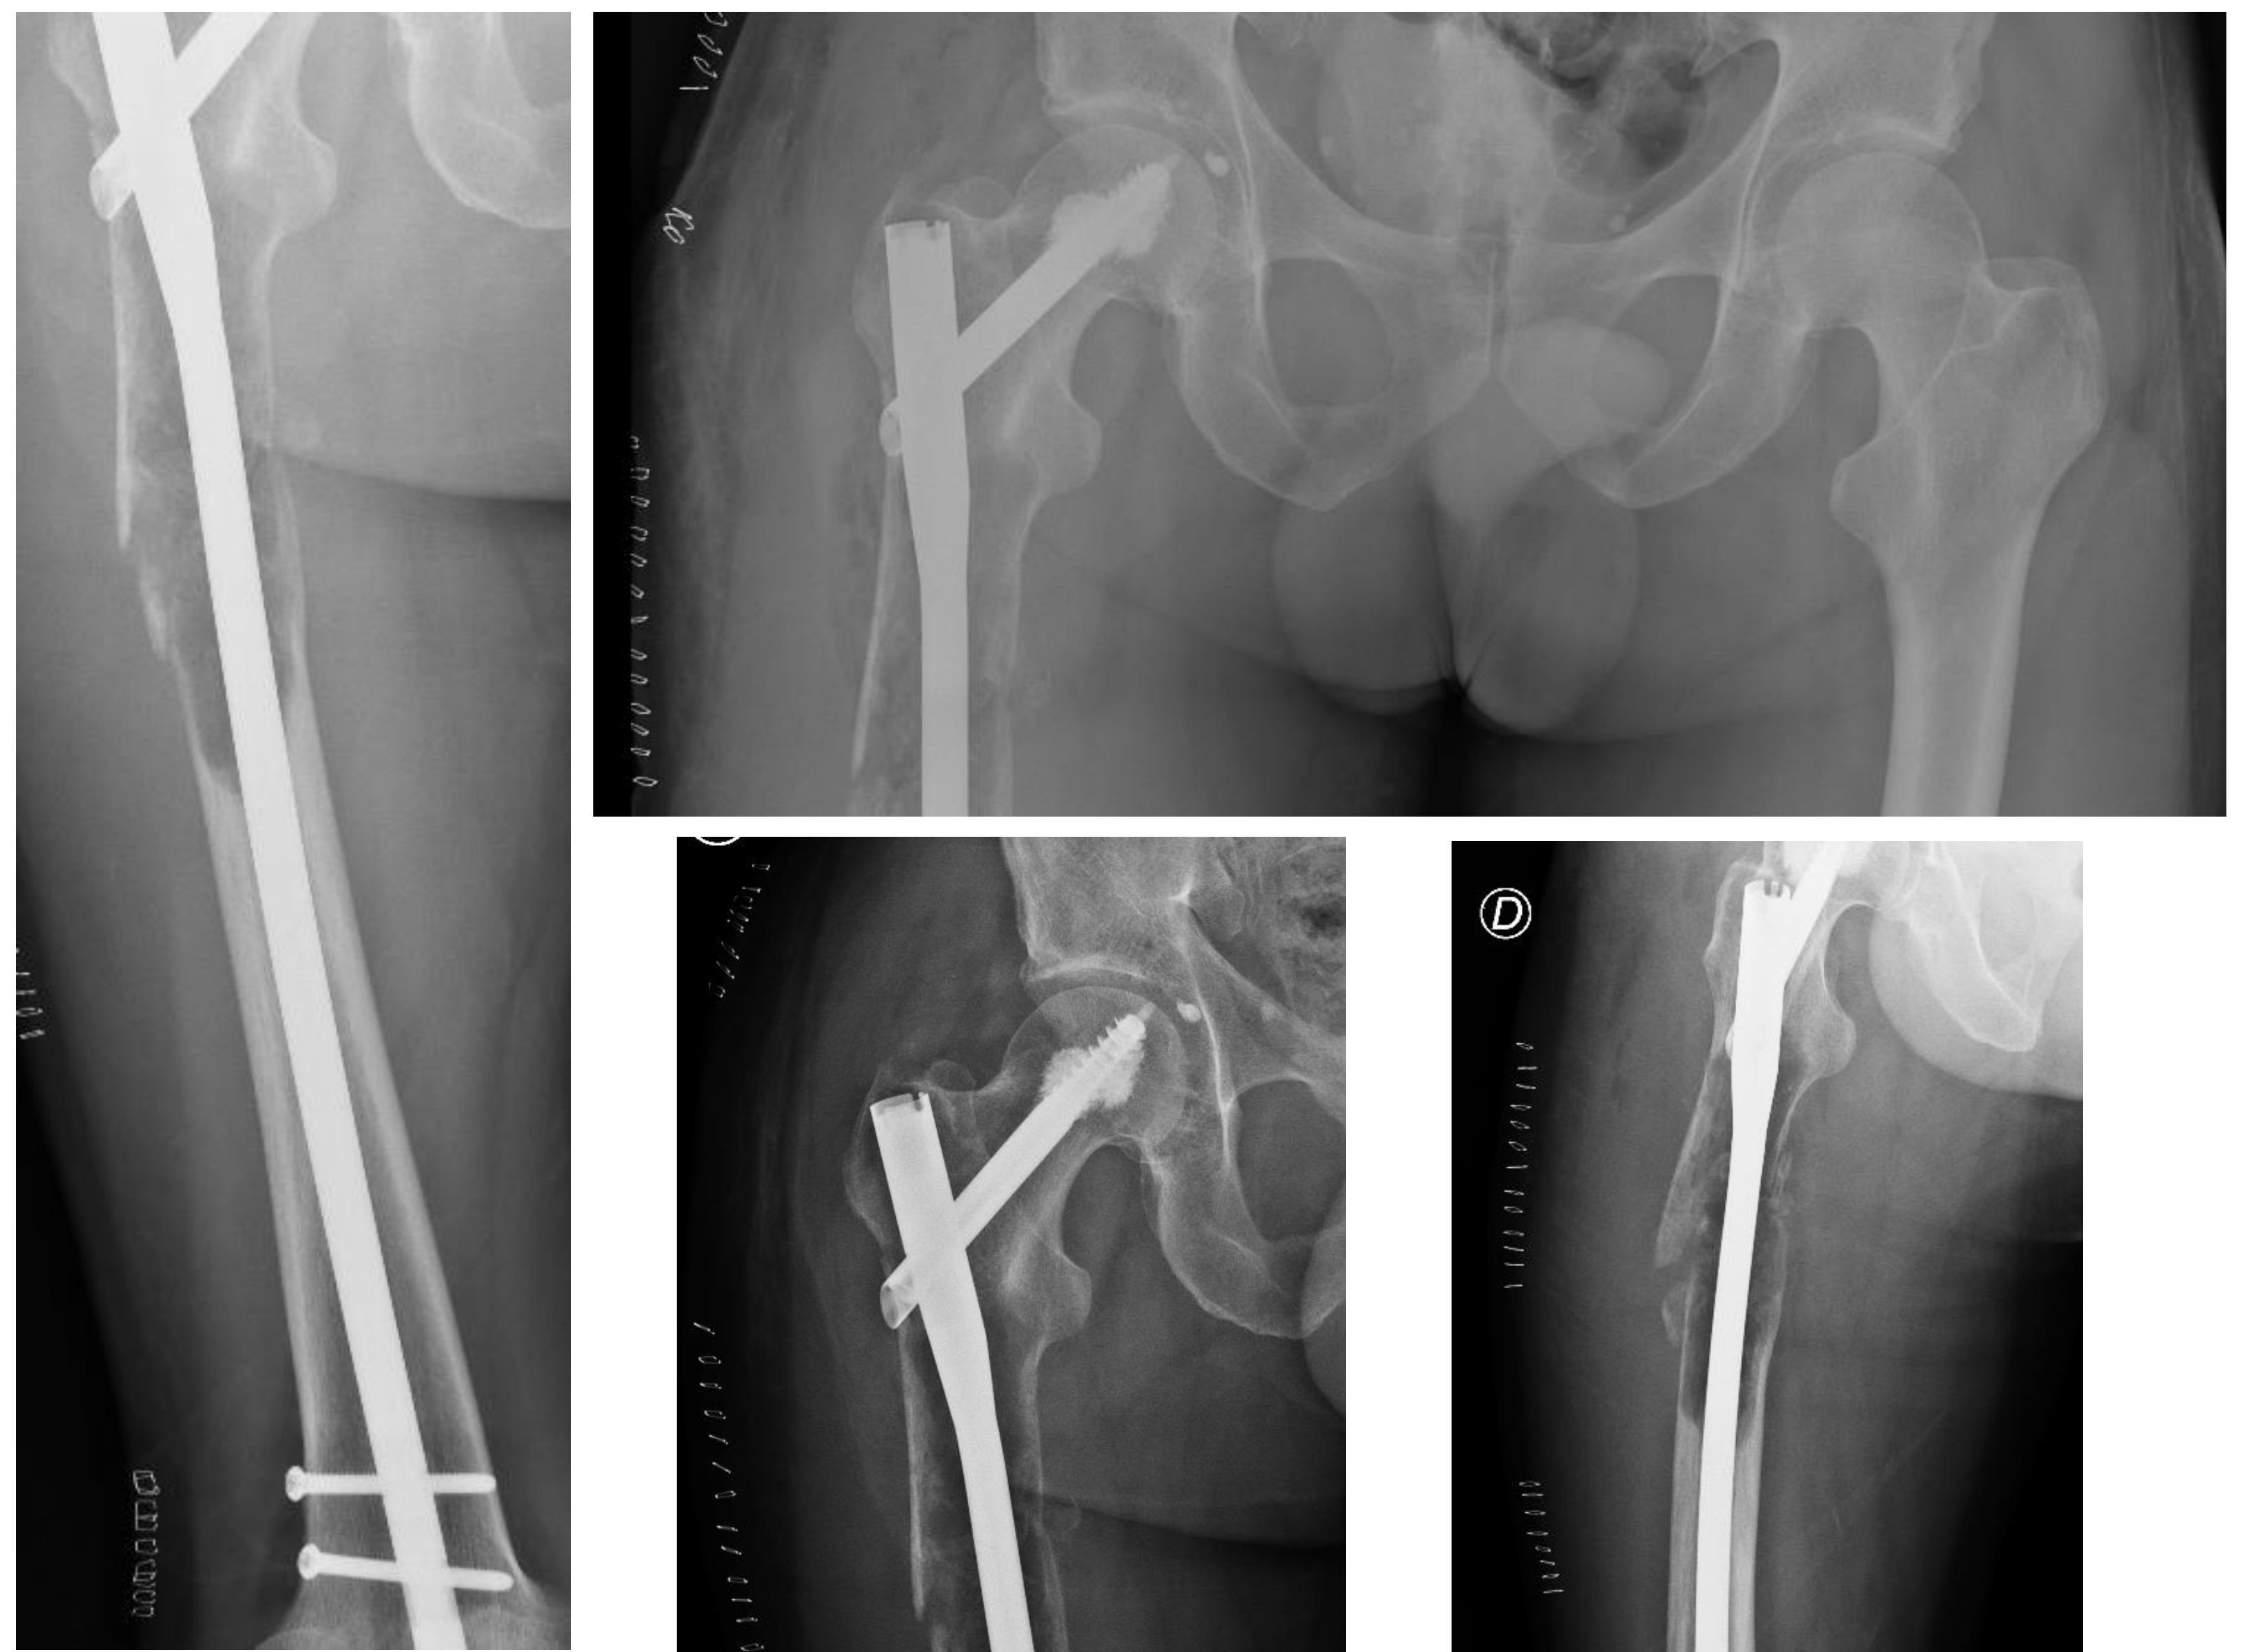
Radiografías en el postoperatorio con un pequeño cuerpo libre intraarticular tras la aumentación de la cabeza femoral.
